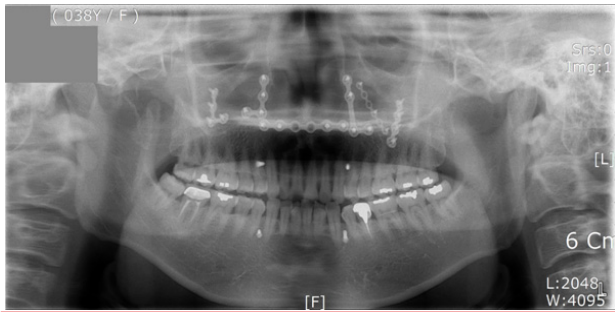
Panoramic radiography taken after extubation shows no missing teeth and no gross abnormality in occlusion.
